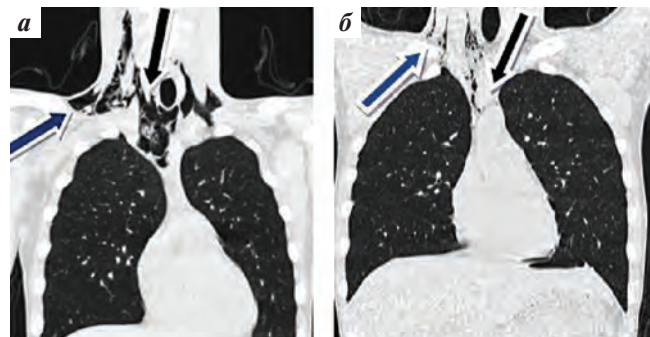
КТ-признаки подкожной эмфиземы мягких тканей шеи (указано синей стрелкой), пневмомедиастинума (указано черной стрелкой): а — на 1-е сутки после операции; б — на 7-е сутки после операции
